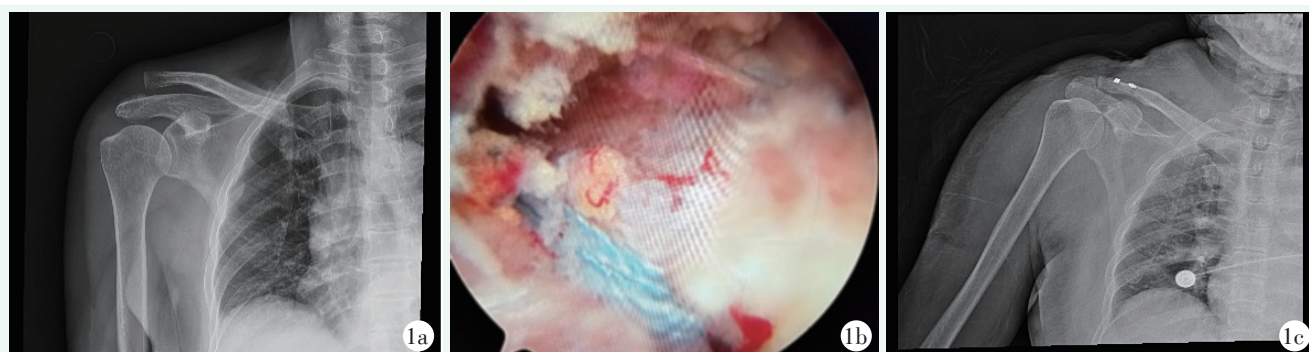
患者,女,45岁,右肩锁关节脱位,行关节镜下绕喙突悬吊固定术。1a:术前肩关节正位X线片示右肩锁关节脱位;1b:关节镜下绕喙突悬吊固定情况;1c:术后右肩关节正位X线片示右肩锁关节复位良好。
